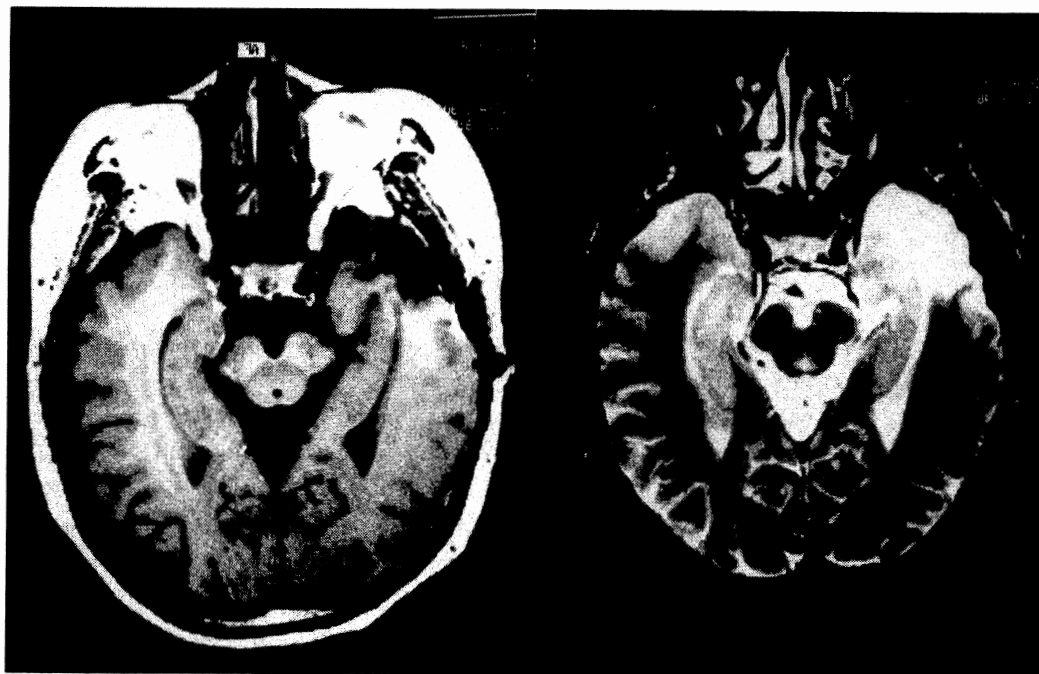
症例1の頭部MRI。T1強調画像（左）、T2強調画像（右）。右側頭葉外側先端部に、T1でlow、T2でhigh intensity areaを認める。
